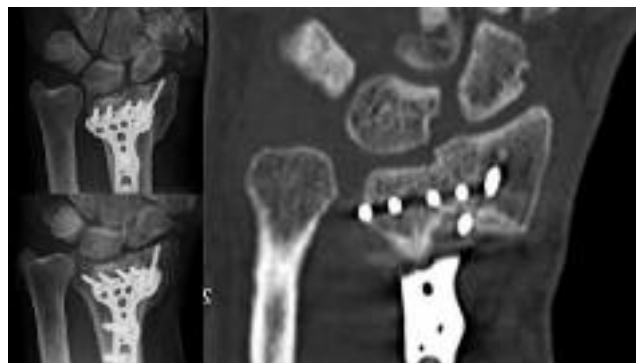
Consolidación viciosa intra y extraarticular de una fractura tratada con placa y tornillos. Las Rx muestran un aumento del índice radiocubital distal y disminución del ángulo de inclinación radial. En la TAC se aprecia un escalón intraarticular mayor de 2 mm.
